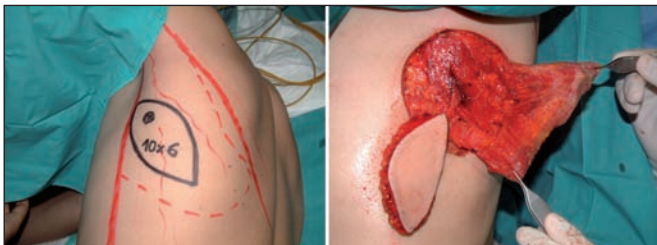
Planificación quirúrgica del paciente del caso 1; localización con doppler de mano de la perforante TDAP (izqda.); disección del colgajo quimérico con la isla muscular de dorsal ancho levantada con pinzas de disección y la isla cutánea TDAP a la izquierda de la isla muscular (dcha.).
